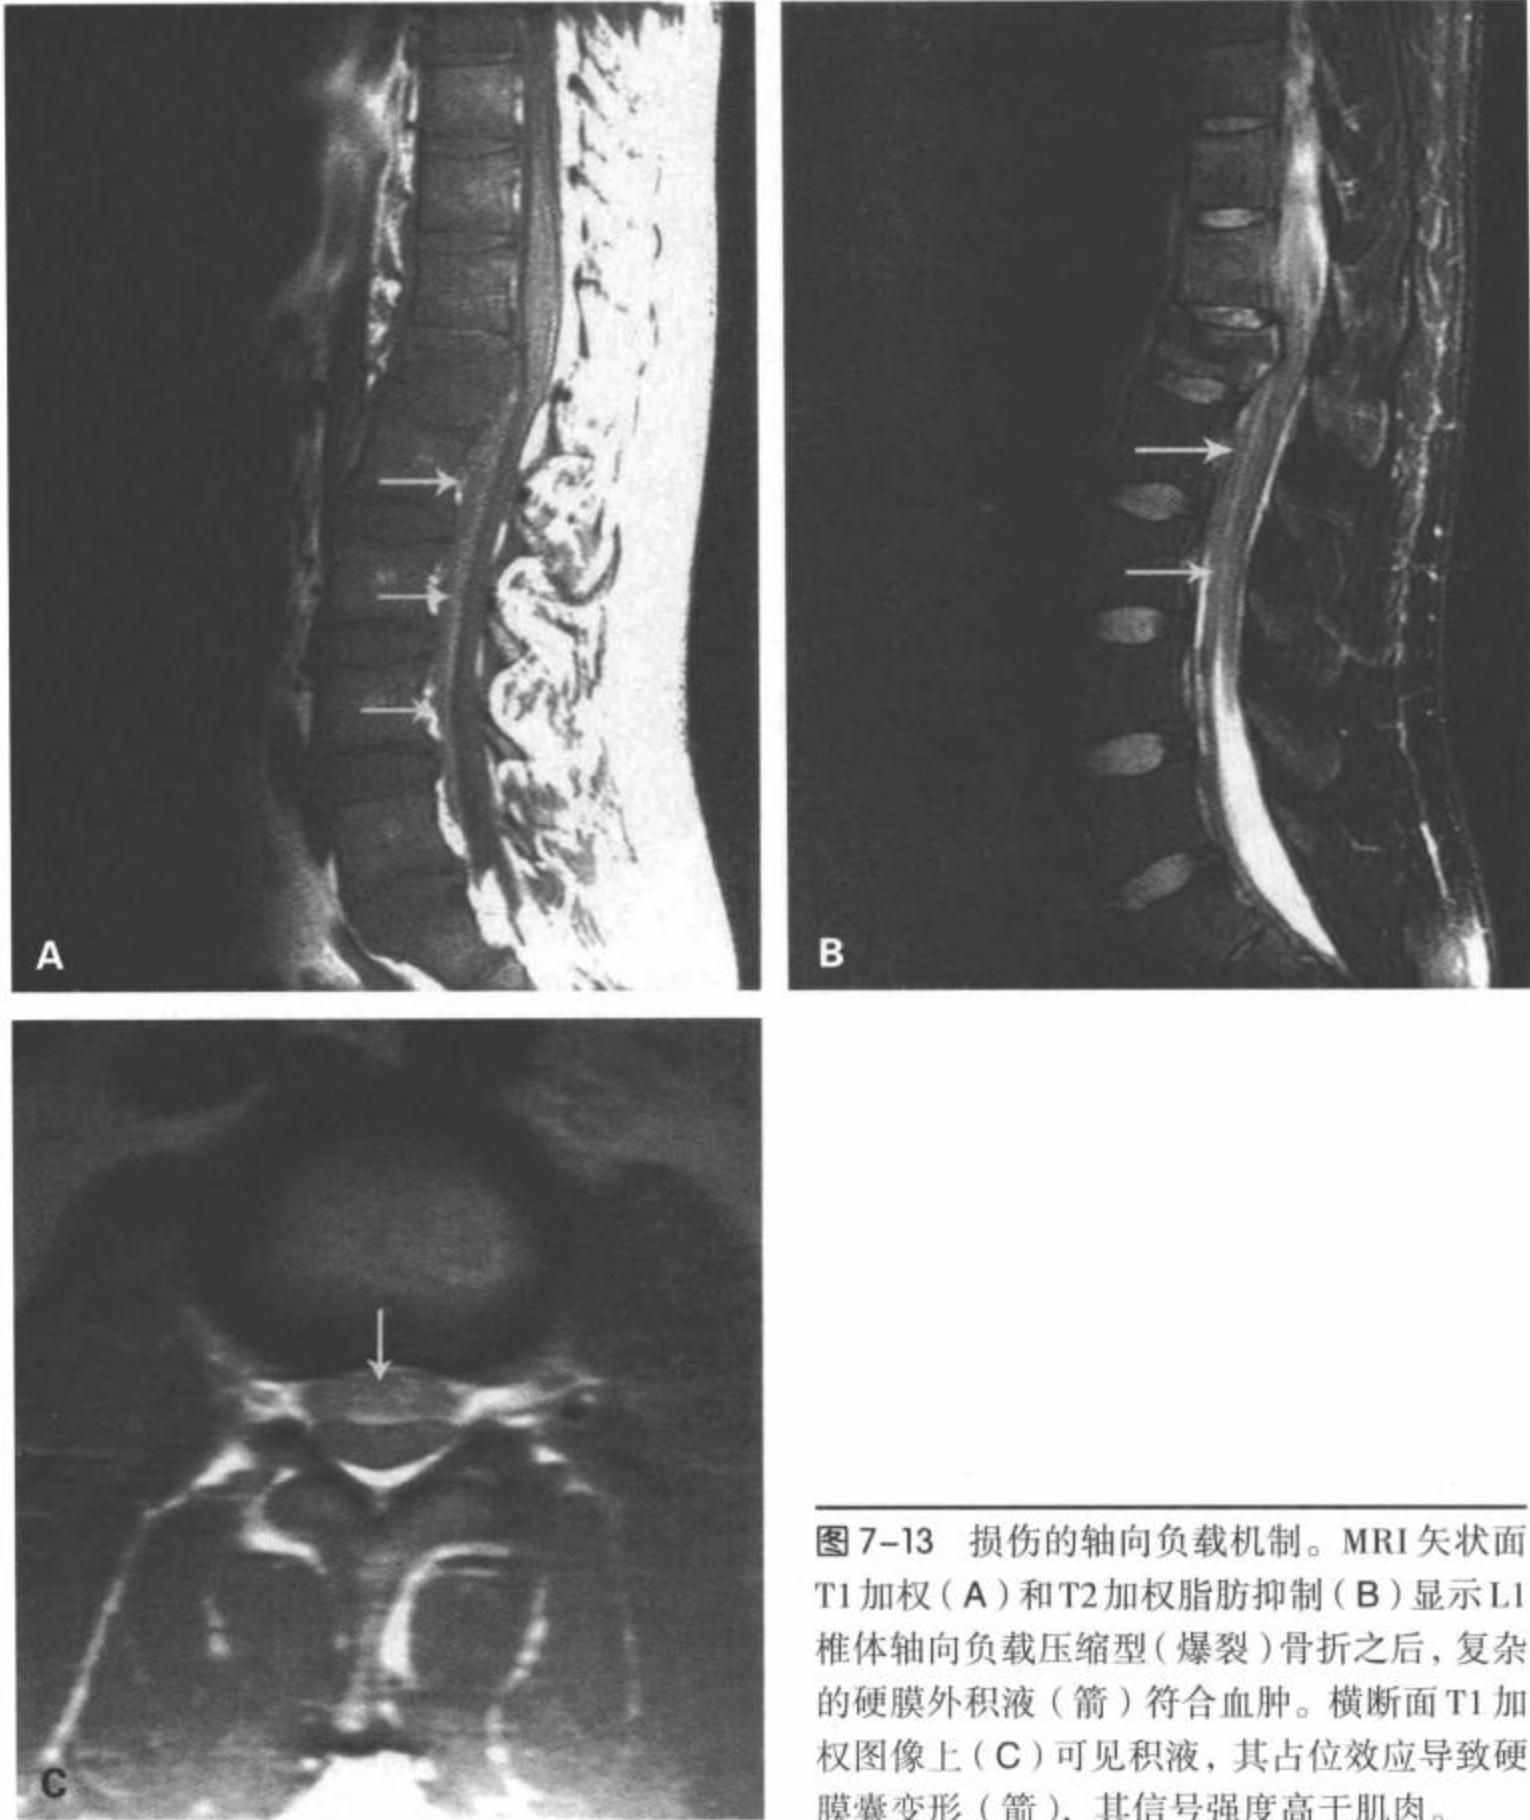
损伤的轴向负载机制。MRI矢状面T1加权(A)和T2加权脂肪抑制(B)显示L1椎体轴向负载压缩型(爆裂)骨折之后,复杂的硬膜外积液(箭)符合水肿。横断面T1加权图像上(C)可见积液,其占位效应导致硬膜囊变形(箭),其信号强度高于肌肉。
